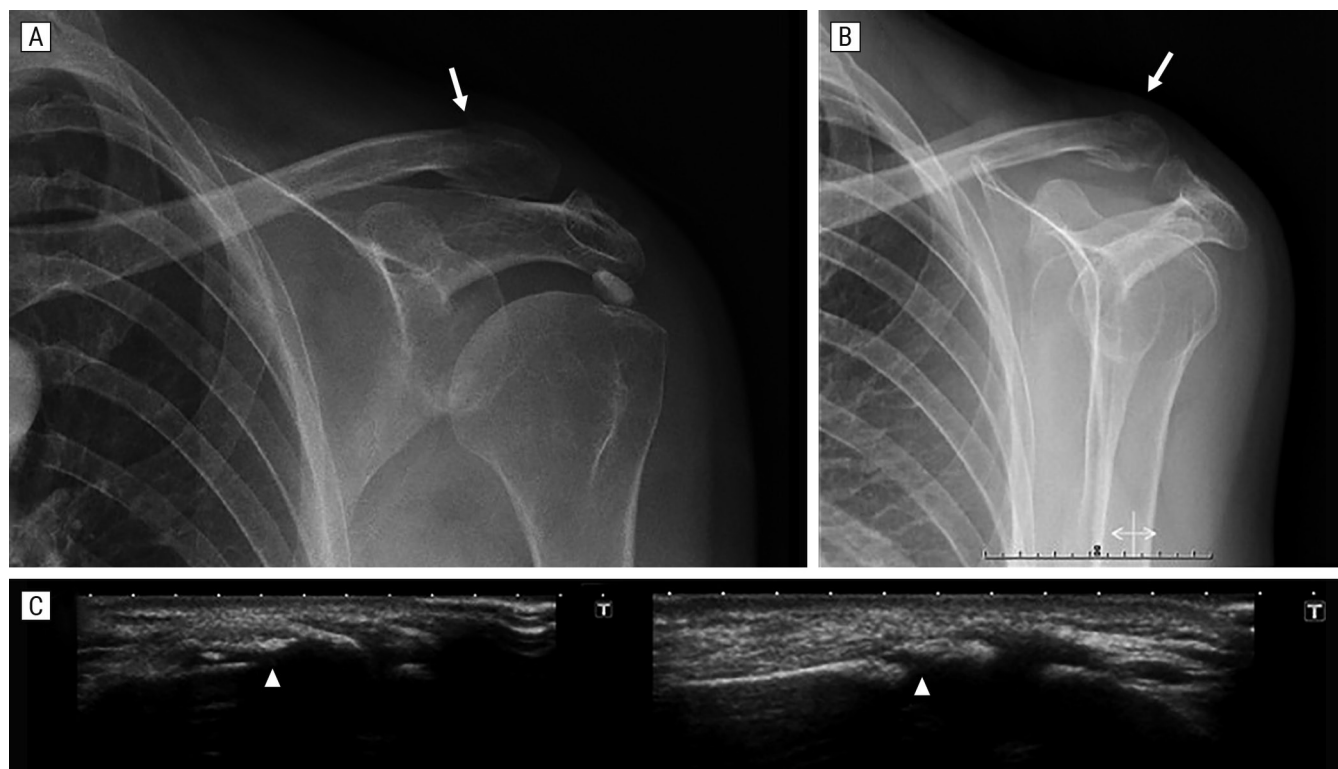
Radiografía AP (A) y proyección outlet (B) de hombro, donde puede observarse fractura del tercio distal de la clavícula (flechas). Se clasificó como fractura tipo I de Neer con ligamentos coracoclaviculares intactos. C) Imágenes de ecografía en el eje longitudinal de la clavícula, donde puede observarse la irregularidad y la disrupción de la cortical superior del extremo distal de la clavícula (puntas de flecha).
